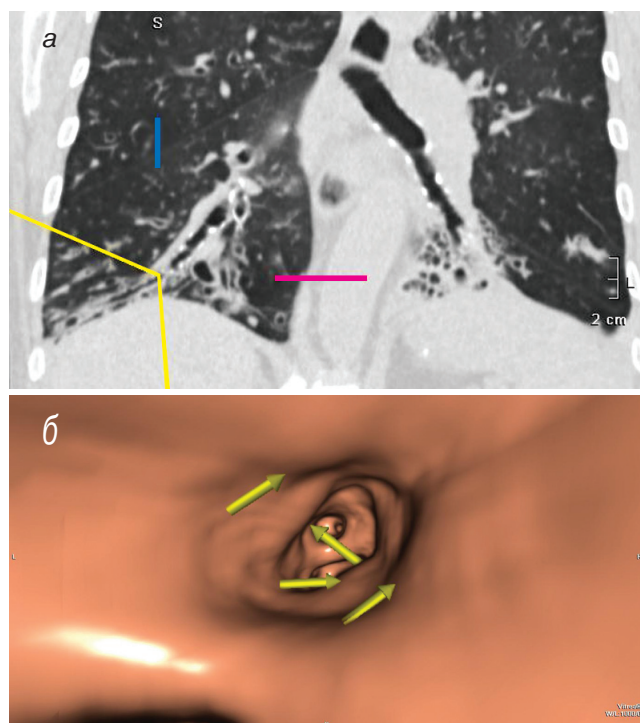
Постпроцессинговая обработка данных МСКТ ВБ: а – навигационный срез – вид из промежуточного бронха на бронхи пирамиды правого легкого; б – виртуальная бронхоскопия – полипообразные разрастания на стенке бронхов, деформация просвета по типу бронхоэктазов
